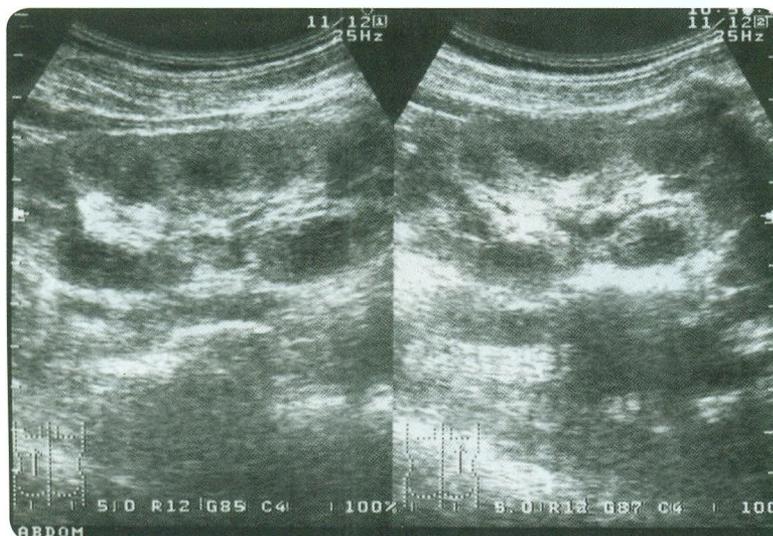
УЗИ почек больной А., 13 лет. Диагноз: нефронофтиз
